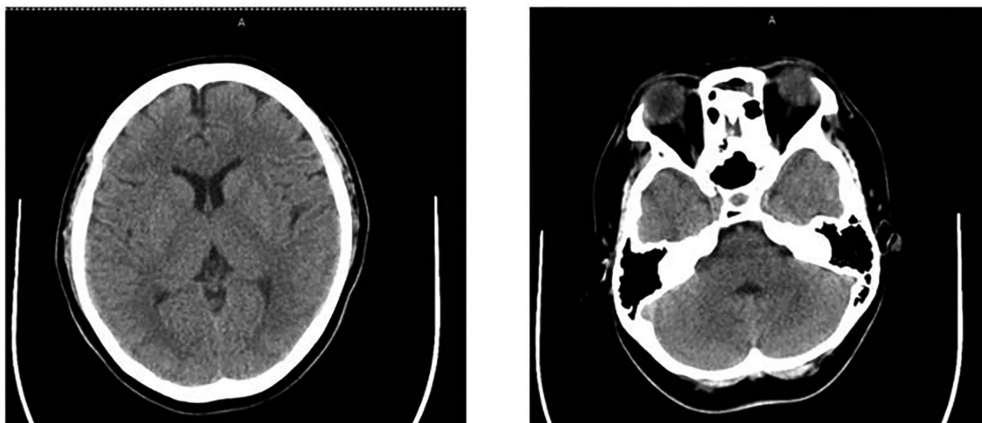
入院第4病日（転科時）での頭部CT検査所見
